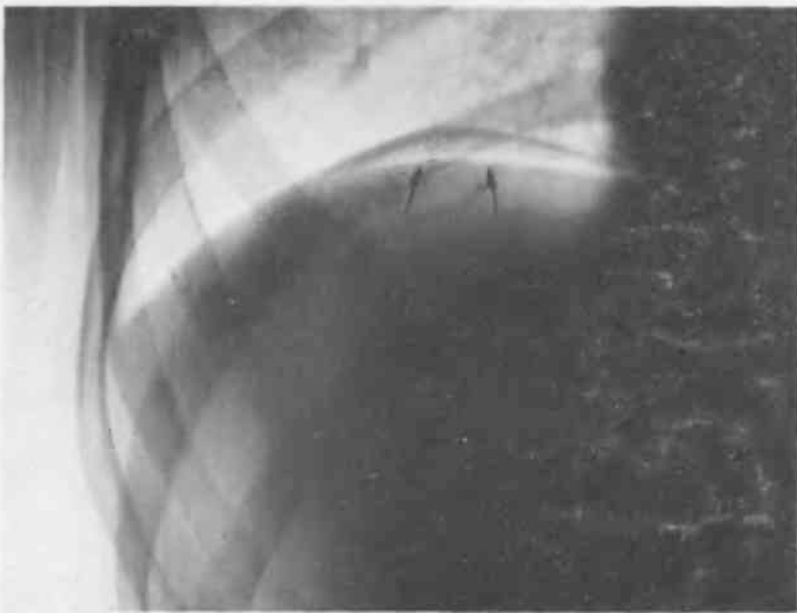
Рентгенограмма больного с прободением язвы желудка. Скопление газа под диафрагмой (показано стрелками).
